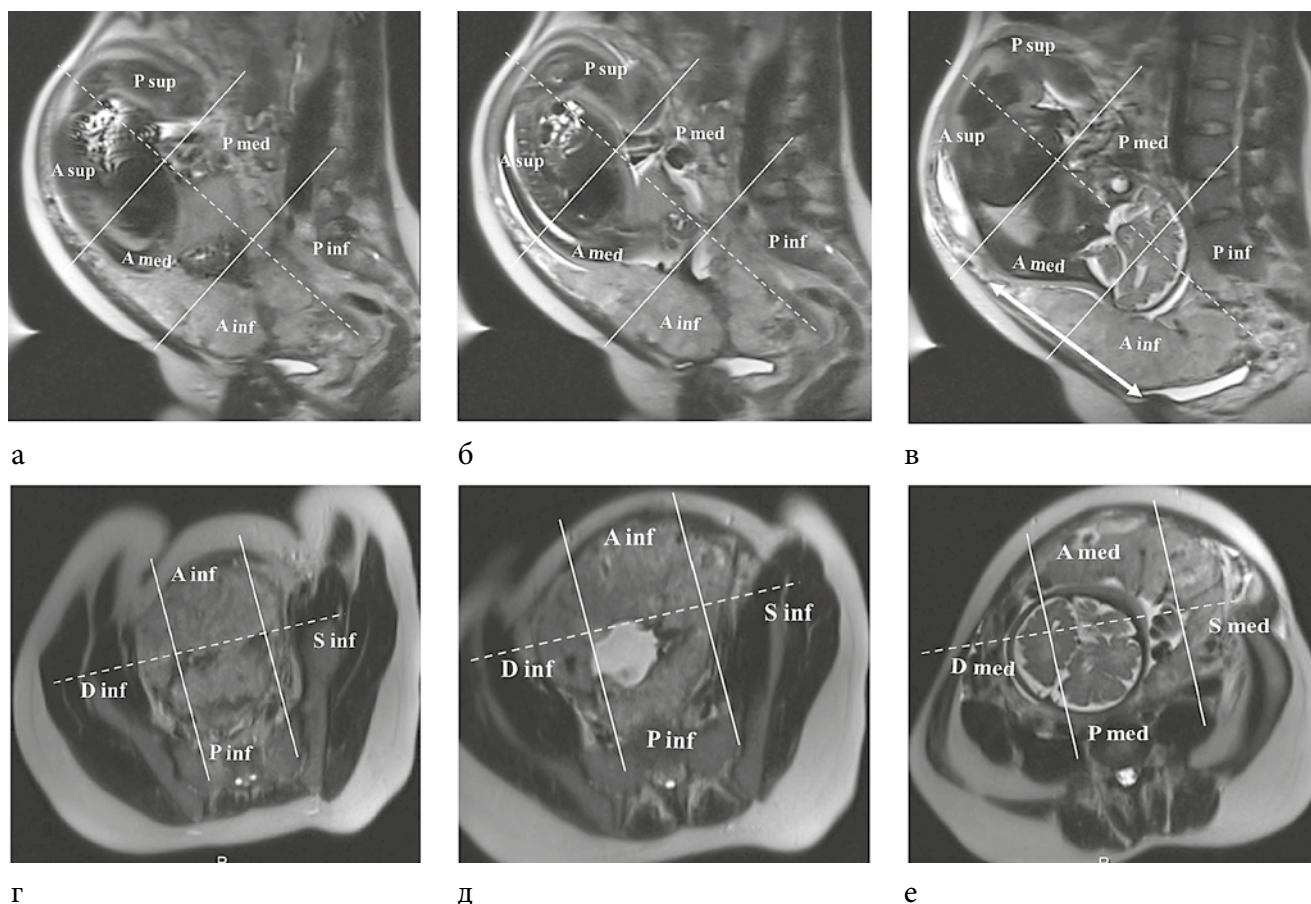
МРТ плаценты. Беременность 37 недель.
